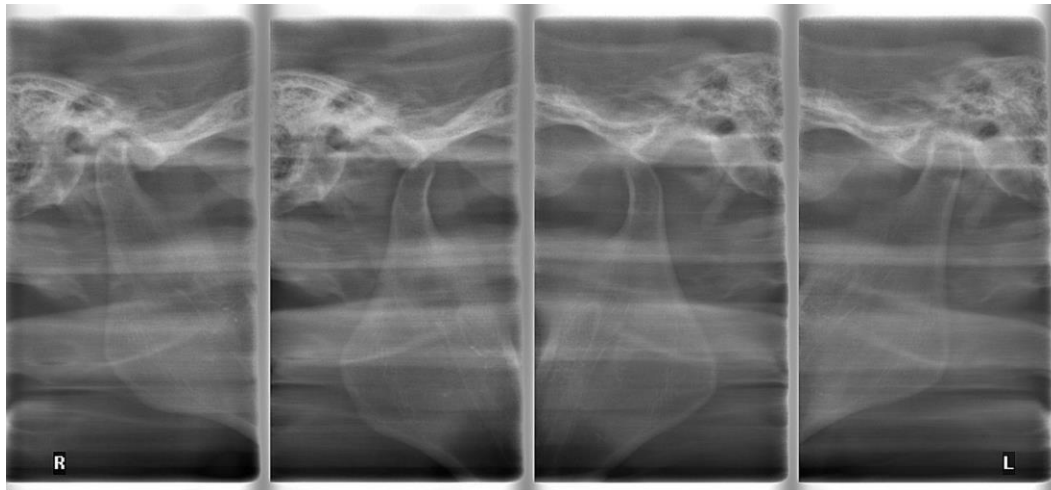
Radiografía extraoral de ATM. Boca Abierta-Boca Cerrada. Se observa el desplazamiento de los condilos en las posiciones de apertura máxima y oclusión (cierre).⁹
